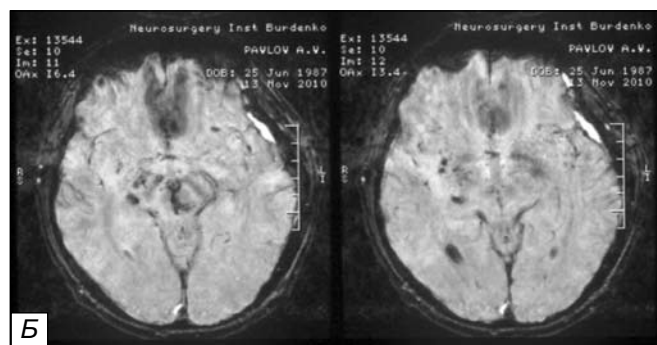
MRI of patient with head injury. A — MRI 1,5 tesla. Focal lesions are not detected. Б — MRI 3 Tesla. Arrow shows zone of contusion in right temporal lobe. Patient M., 37 years old suffered from head injury.
